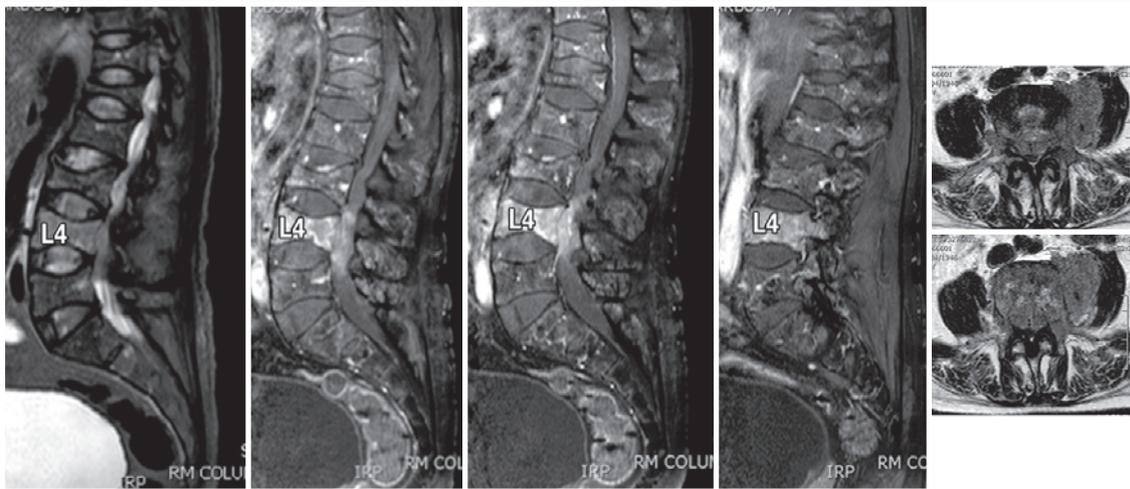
Imagens de ressonância magnética do paciente descrito no caso. As imagens superiores e a inferior da esquerda são cortes sagitais e demonstram o envolvimento extenso da coluna vertebral pela neoplasia, com diversas vértebras fraturadas e acunhadas. Nota-se acometimento principalmente na quarta vértebra lombar (L4) que apresenta expansão da neoplasia para o interior do canal. Nas imagens central e direita inferiores, cortes axiais ao nível de L4, pode-se notar melhor tal expansão tumoral para o canal, esse estando totalmente obstruído e com compressão dos elementos neurais em seu interior
